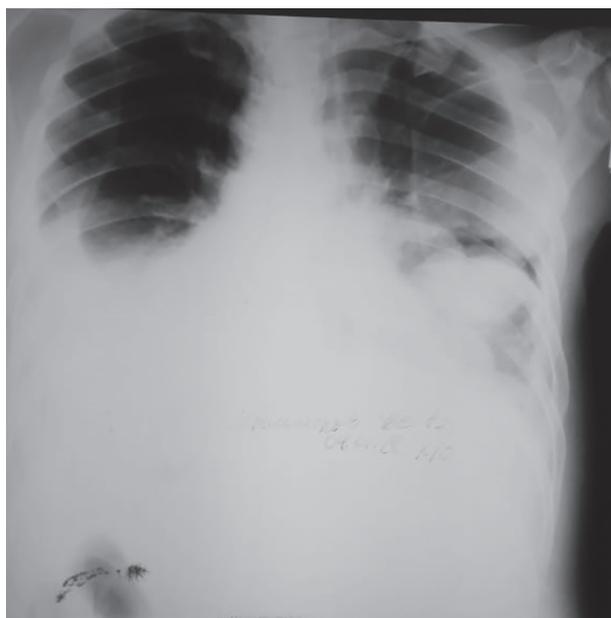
Рентген ОГК пациента от 17.01.2019.
